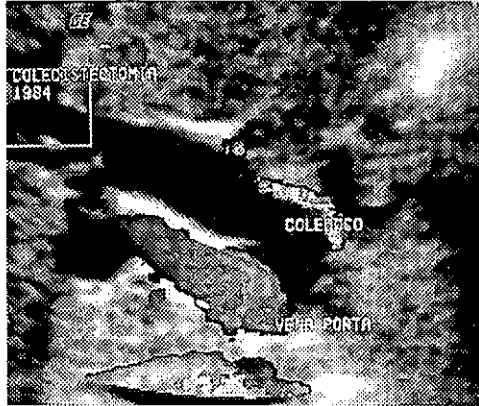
Doppler color 3D de la vena porta
